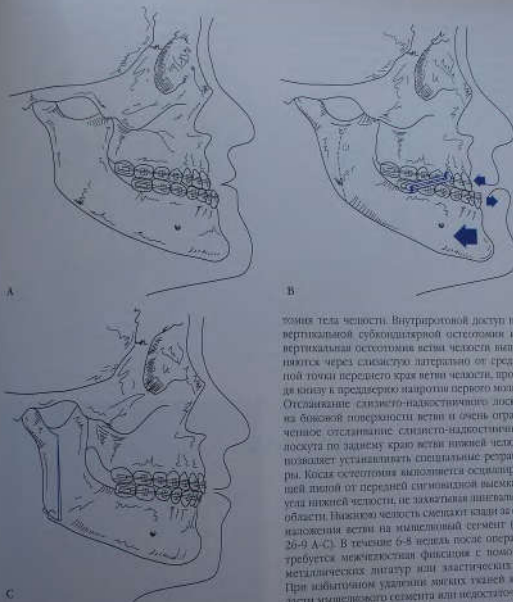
А-С. (А) Контуры твердых и мягких тканей лица при пластической форме protrusion нижней челюсти с двукратной длиной III класса (В) На этапе предоперационной артикуляции, что приводит к субинтрузии верхнего ряда зубов. Это является признаком того, что предоперационные изменения нижней челюсти позволяют достичь оптимального ортогнатического результата. (С) После вертикальной субинтрузивной остеотомии достигается нижней челюсти вертикализация, что приводит к субинтрузии верхнего ряда зубов (А-С).
